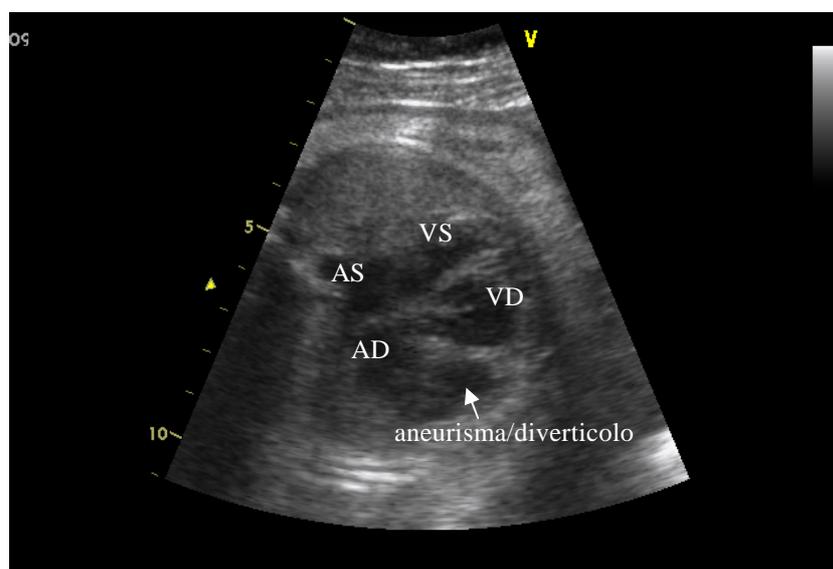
Ecocardiografia fetale, proiezione quattro camere: visualizzazione della camera accessoria del ventricolo destro che determina aumento dell'aia cardiaca (AS = atrio sinistro; VS = ventricolo sinistro; AD = atrio destro; VD = ventricolo destro).
